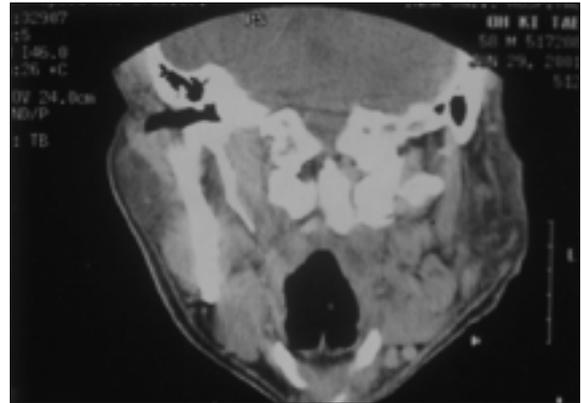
증례 III 환자의 술전 CT로 좌측 저작근 부위의 농양과 가스가 차 있는 모습을 관찰할 수 있음.
